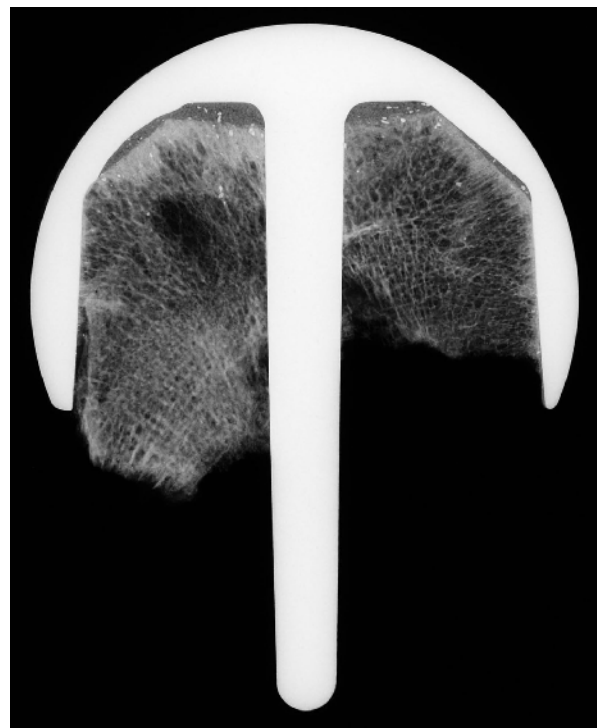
Kontaktradiographie 26/32
